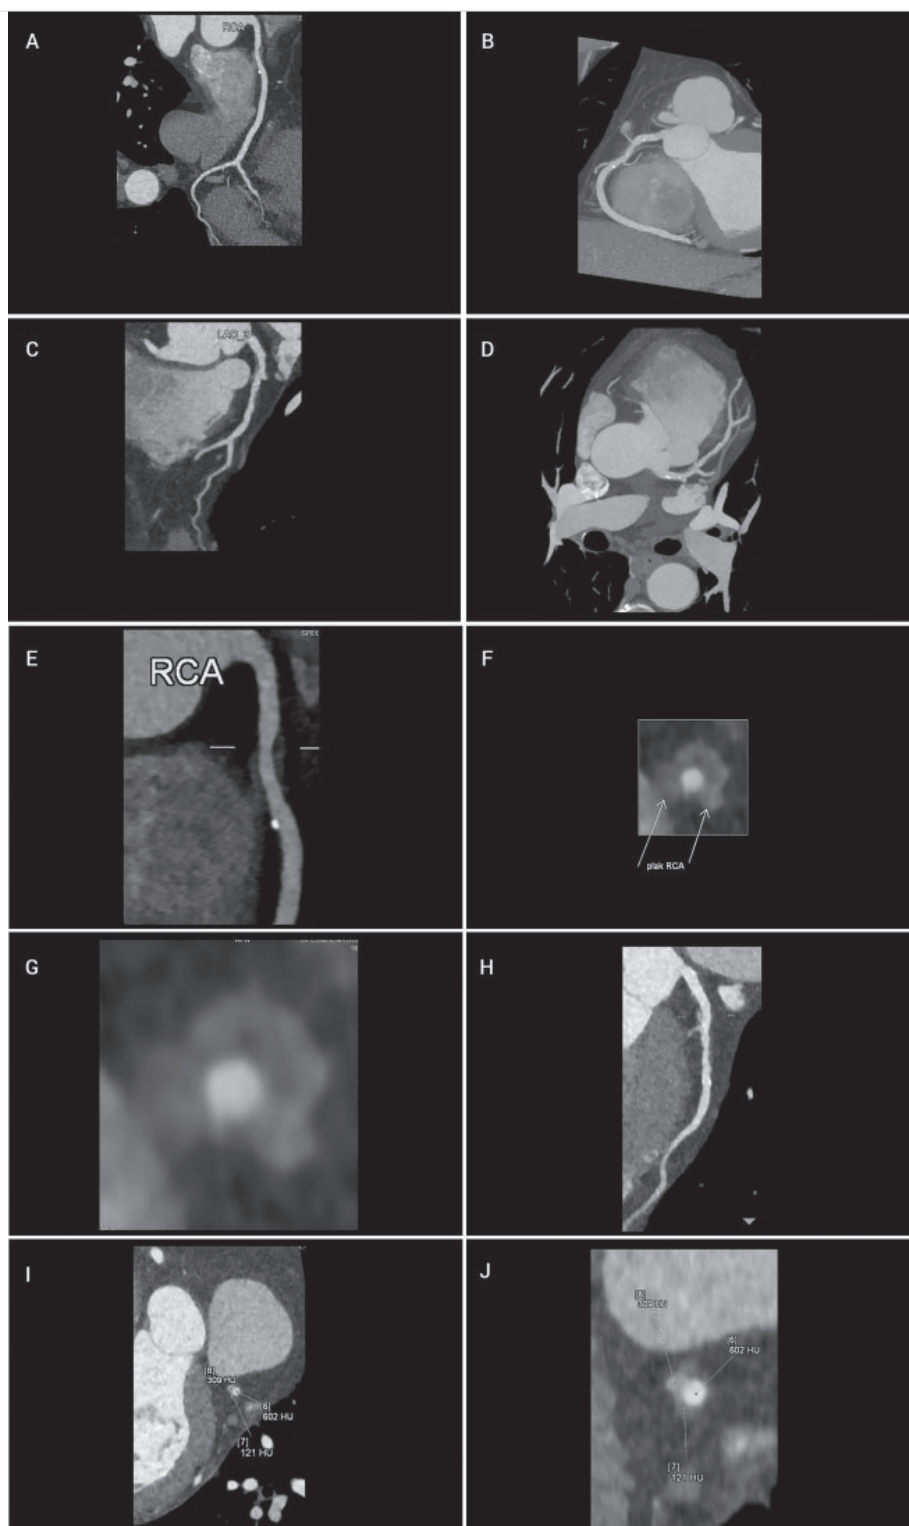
Male patient, 64 years old, with previously diagnosed non-obstructive coronary artery disease and low adherence to optimal medical therapy. Cardiac computed tomography angiography revealed non-obstructive non-calcified plaque in the proximal right coronary artery and proximal and mid left anterior descending artery (A, B, C, D). Detailed plaque analysis in the proximal RCA revealed considerable positive remodeling (remodeling index >1.1) with different attenuation values from 20 to 80 hounsfield units that was consistent with lipid rich and fibrous components (E, F, G). Proximal left anterior descending cross-section plaque analysis revealed non-calcified fibrous plaque with positive remodeling and an attenuation value of 120 hounsfield units, and spotty calcification (>300 Hounsfield units) (H, I). In comparison, attenuation values of 600 Hounsfield units are consistent with the contrast agent within the lumen (J). LAD = Left Anterior Descending Artery; RCA = Right Coronary Artery; HU = Hounsfield Units
